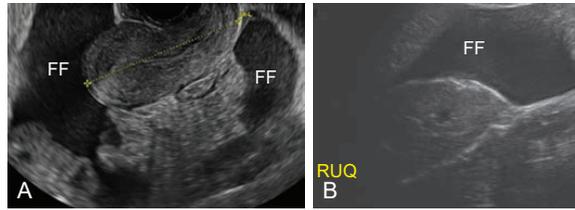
Fluido libre (FF) significativo en la cavidad peritoneal asociado con un embarazo ectópico con fugas o roto. (A) ultrasonido transvaginal de la pelvis con FF por encima del nivel del fondo uterino, y presente en el fondo de saco útero-vesical. (B) Otro marcador de hemorragia intraabdominal severa es la presencia de líquido en el cuadrante superior derecho (RUQ) en el fondo de saco de Morrison entre el hígado y el riñón.
